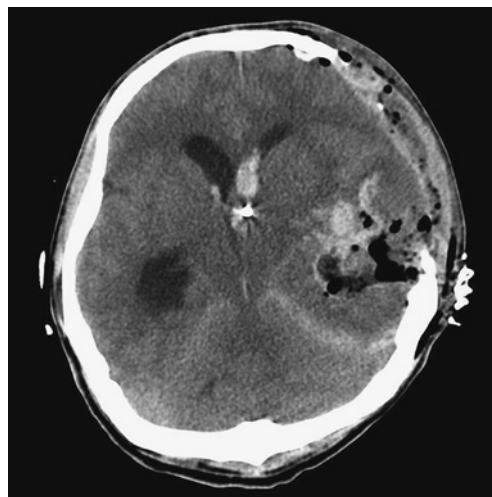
Postoperative CT scan showed significant removal of the hematoma and external decompression.
